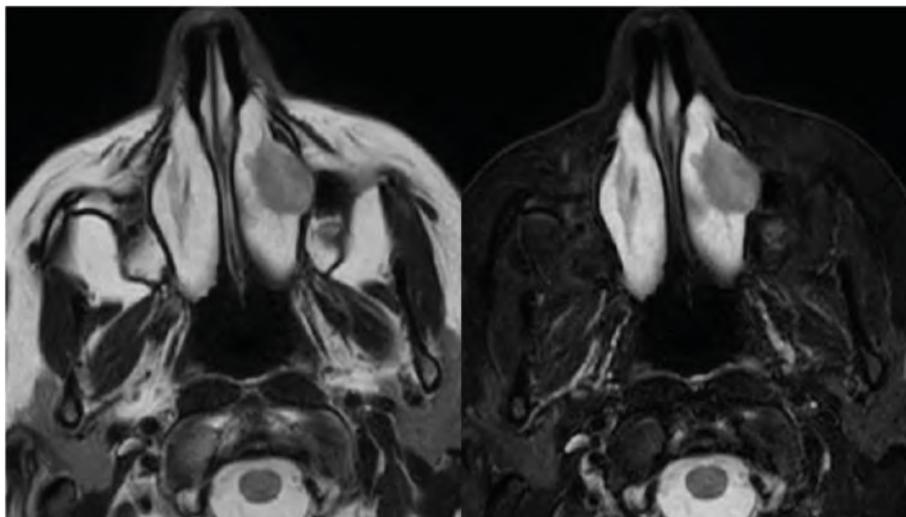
RMN axial en T2; a la izquierda corte simple y a la derecha en FAT. Se aprecia la neoformación en el cornete inferior izquierdo.
